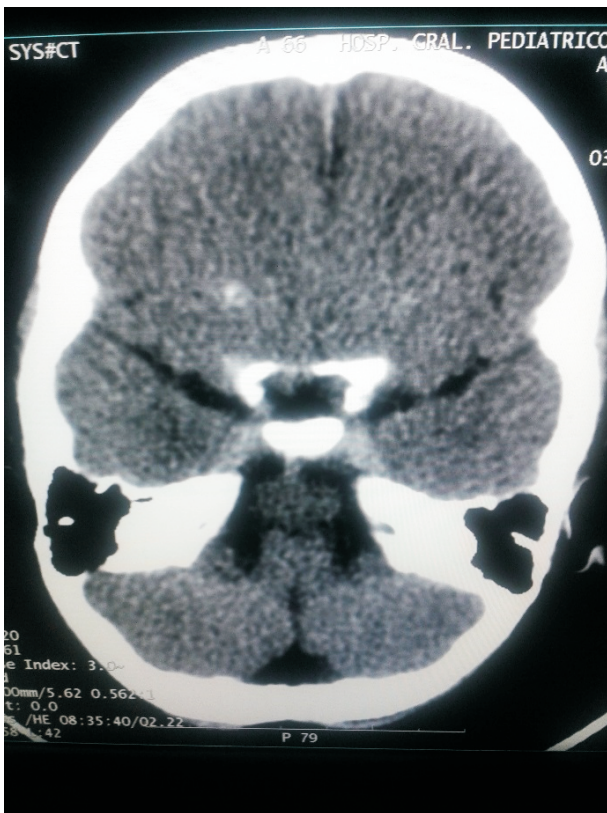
TAC de Cráneo serie axial al ingreso del paciente.
